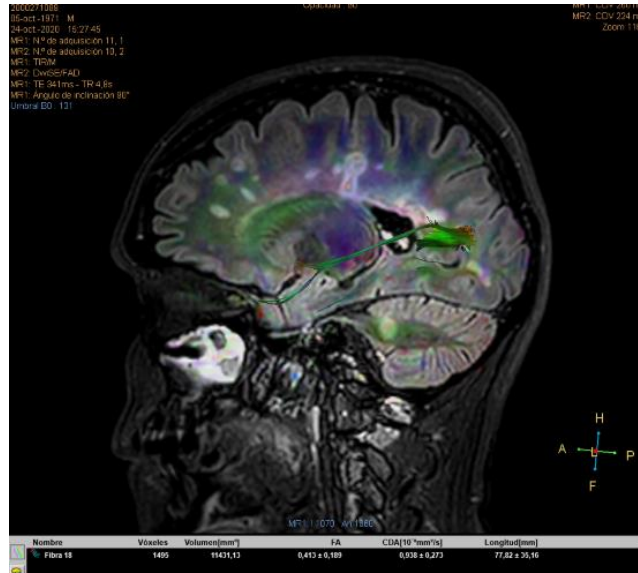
B. Imagen de resonancia magnética con fusión de secuencias de DTI y FLAIR en corte sagital, muestra medición de FA de sustancia blanca perilesional, con un valor de  $0.413 \pm 0.189$ .
